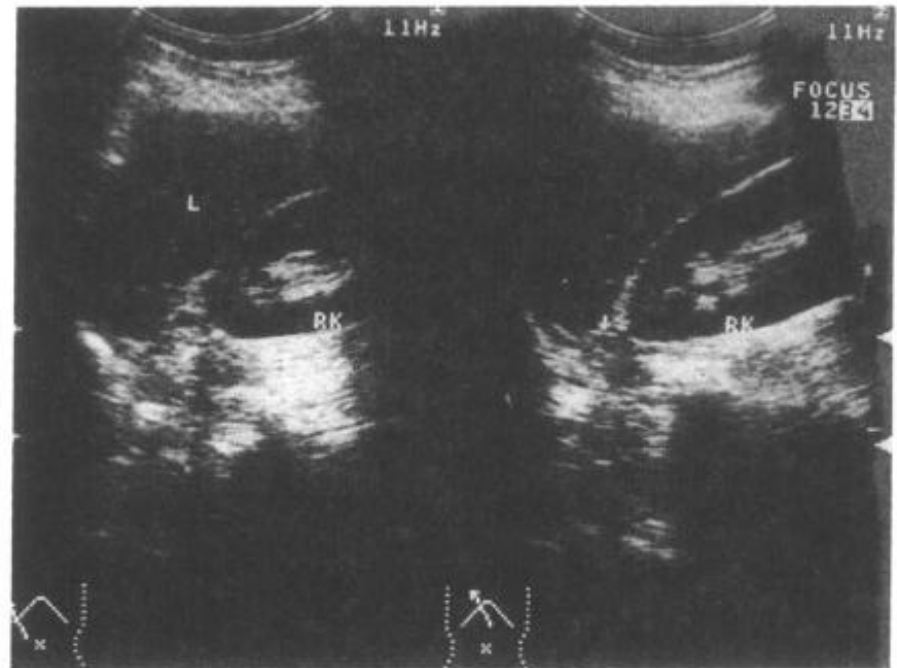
肾上腺腺瘤(手术证实为皮质醇腺瘤)超声表现
